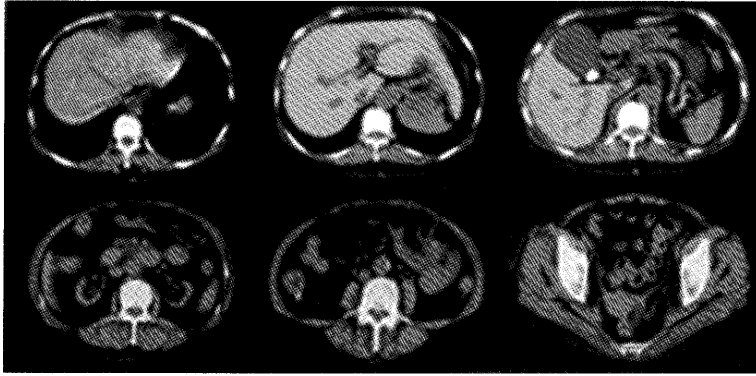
CT showed a gallstone, atrophic kidneys, and multiple diverticula in the ascending, descending and sigmoid colons
